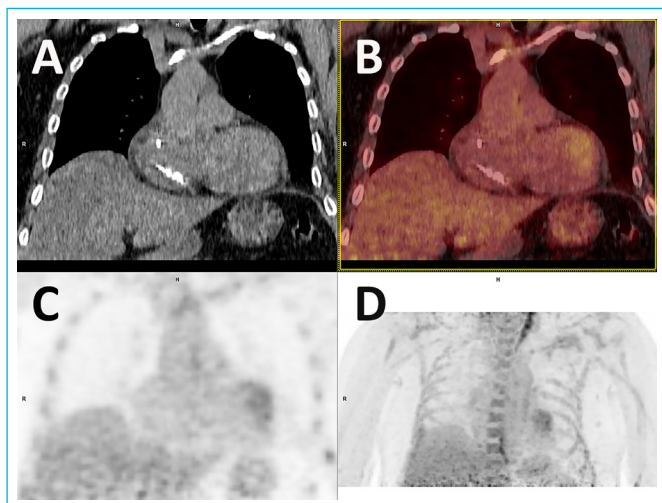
Imágenes de: a) TC; b) PET; c) fusión PET-TC; d) reconstrucción MIP (*maxium intensity projection*); en las que se detecta un área de aspecto irregular de hipermetabolismo en la región posterolateral del ventrículo izquierdo.
